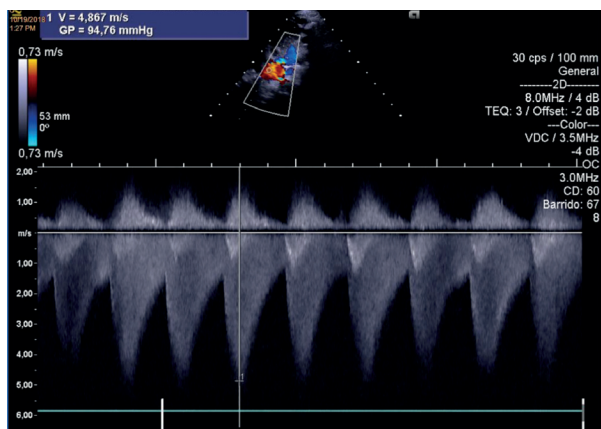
Patrón ecocardiográfico en modo doppler: aceleración telesistólica del flujo con prolongación diastólica característica.
